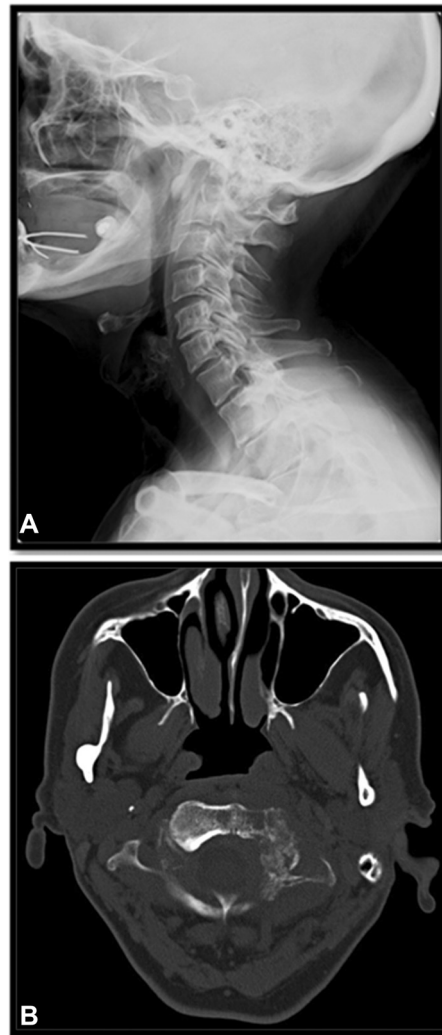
(A) Imagen de radiografía simple realizada seis meses después de las radiografías anteriores, en que se informa por primera vez de alteraciones en las primeras vértebras cervicales. (B) Imagen de la TC diagnóstica, realizada en la misma época de las segundas radiografías.
